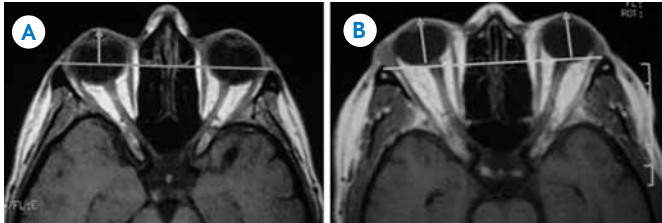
A) Resonancia magnética ponderada en T1, plano axial a nivel de globos oculares. Línea polo ocular de 20 mm (normal). B) Línea polo ocular mayor a 24 mm (exoftalmía).
